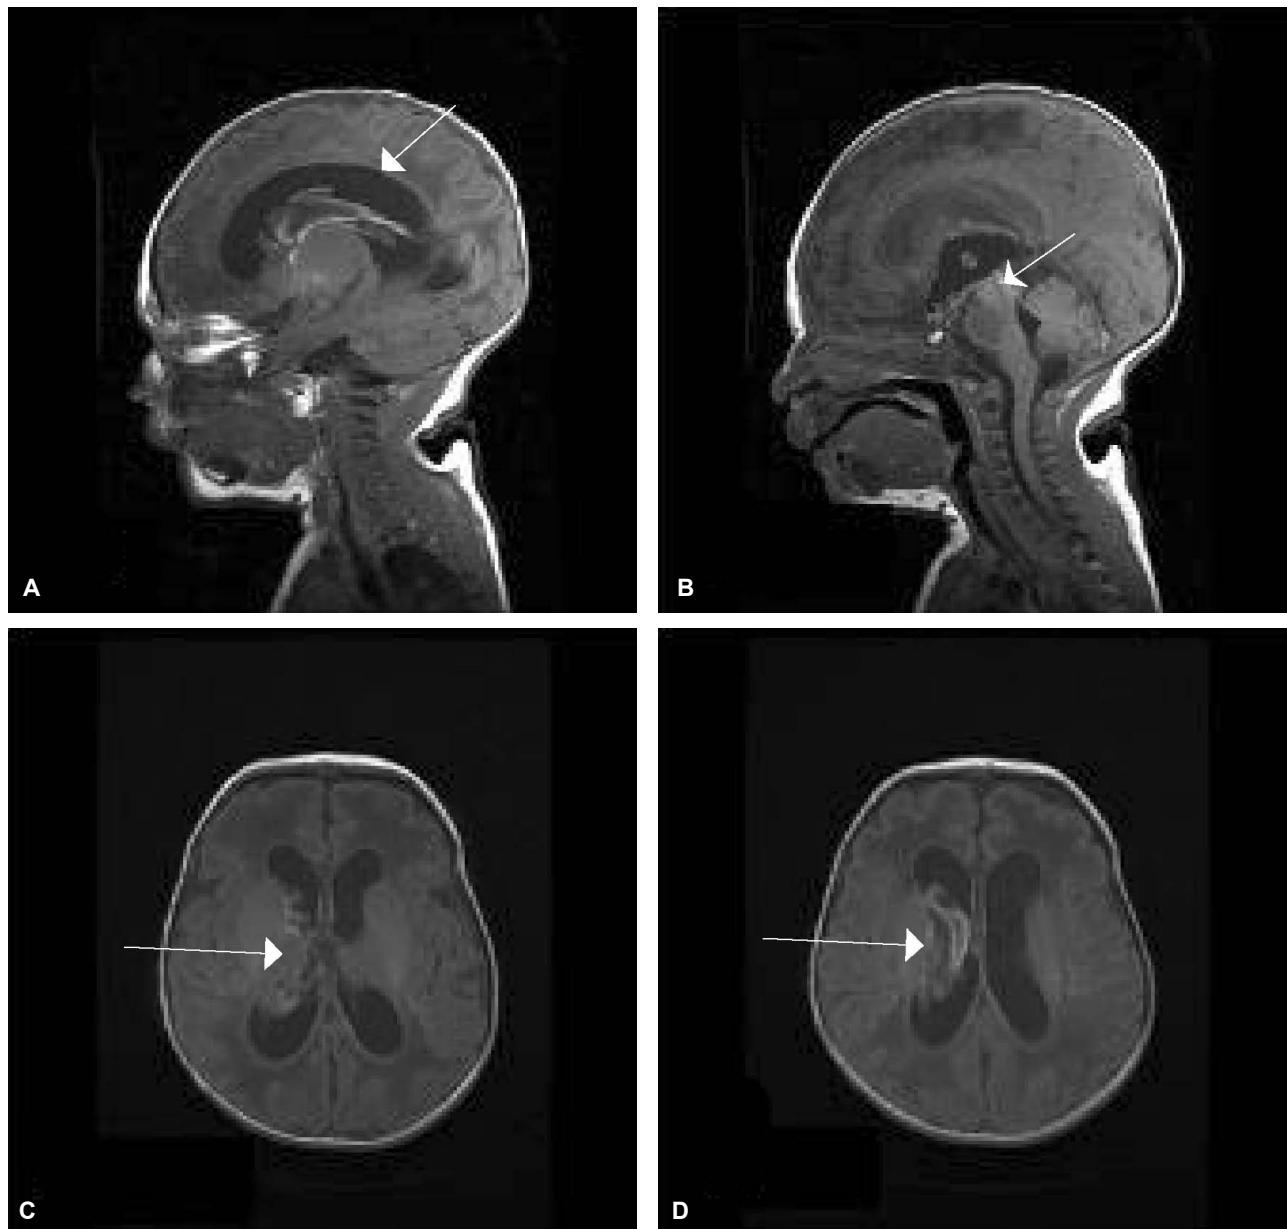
(A, B) Brain MRI sagital view showing obstructive hydrocephalus at the level of aqueduct. (C, D) Brain MRI showing intraventricular hemorrhage in right lateral ventricle. Old hemorrhage in right germinal matrix, sequelae of SAH.
